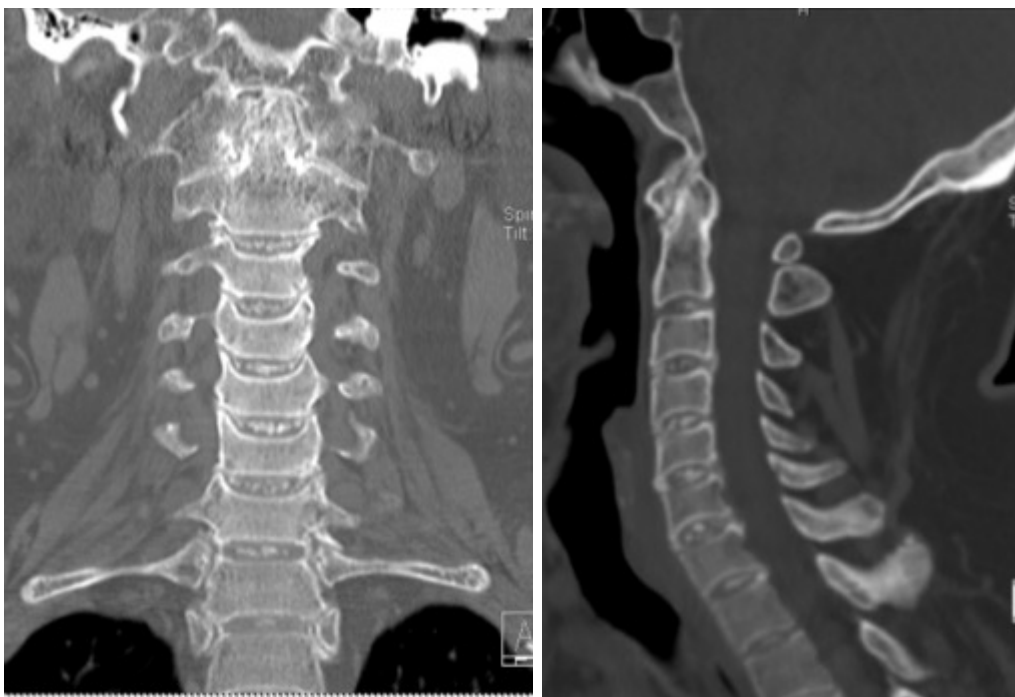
TAC de columna cervical corte coronal y sagital, se observa disminución de altura de los discos intervertebrales de forma generalizada asociado a calcificaciones en su espesor con esclerosis de plataformas de los cuerpos vertebrales. Destacan cambios degenerativos severos de la apófisis odontoides con el atlas.
